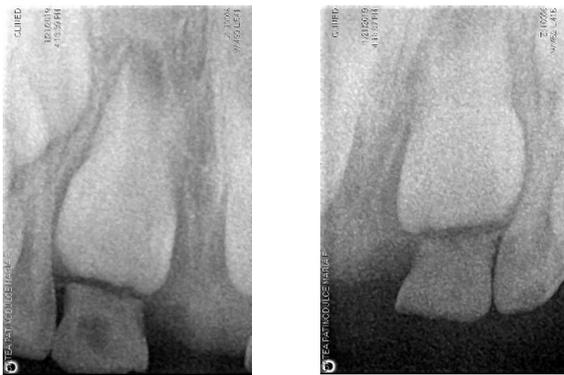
Radiografías periapicales: Corona única de gran tamaño mostrando dos cámaras pulpares, reabsorción radicular fisiológica
